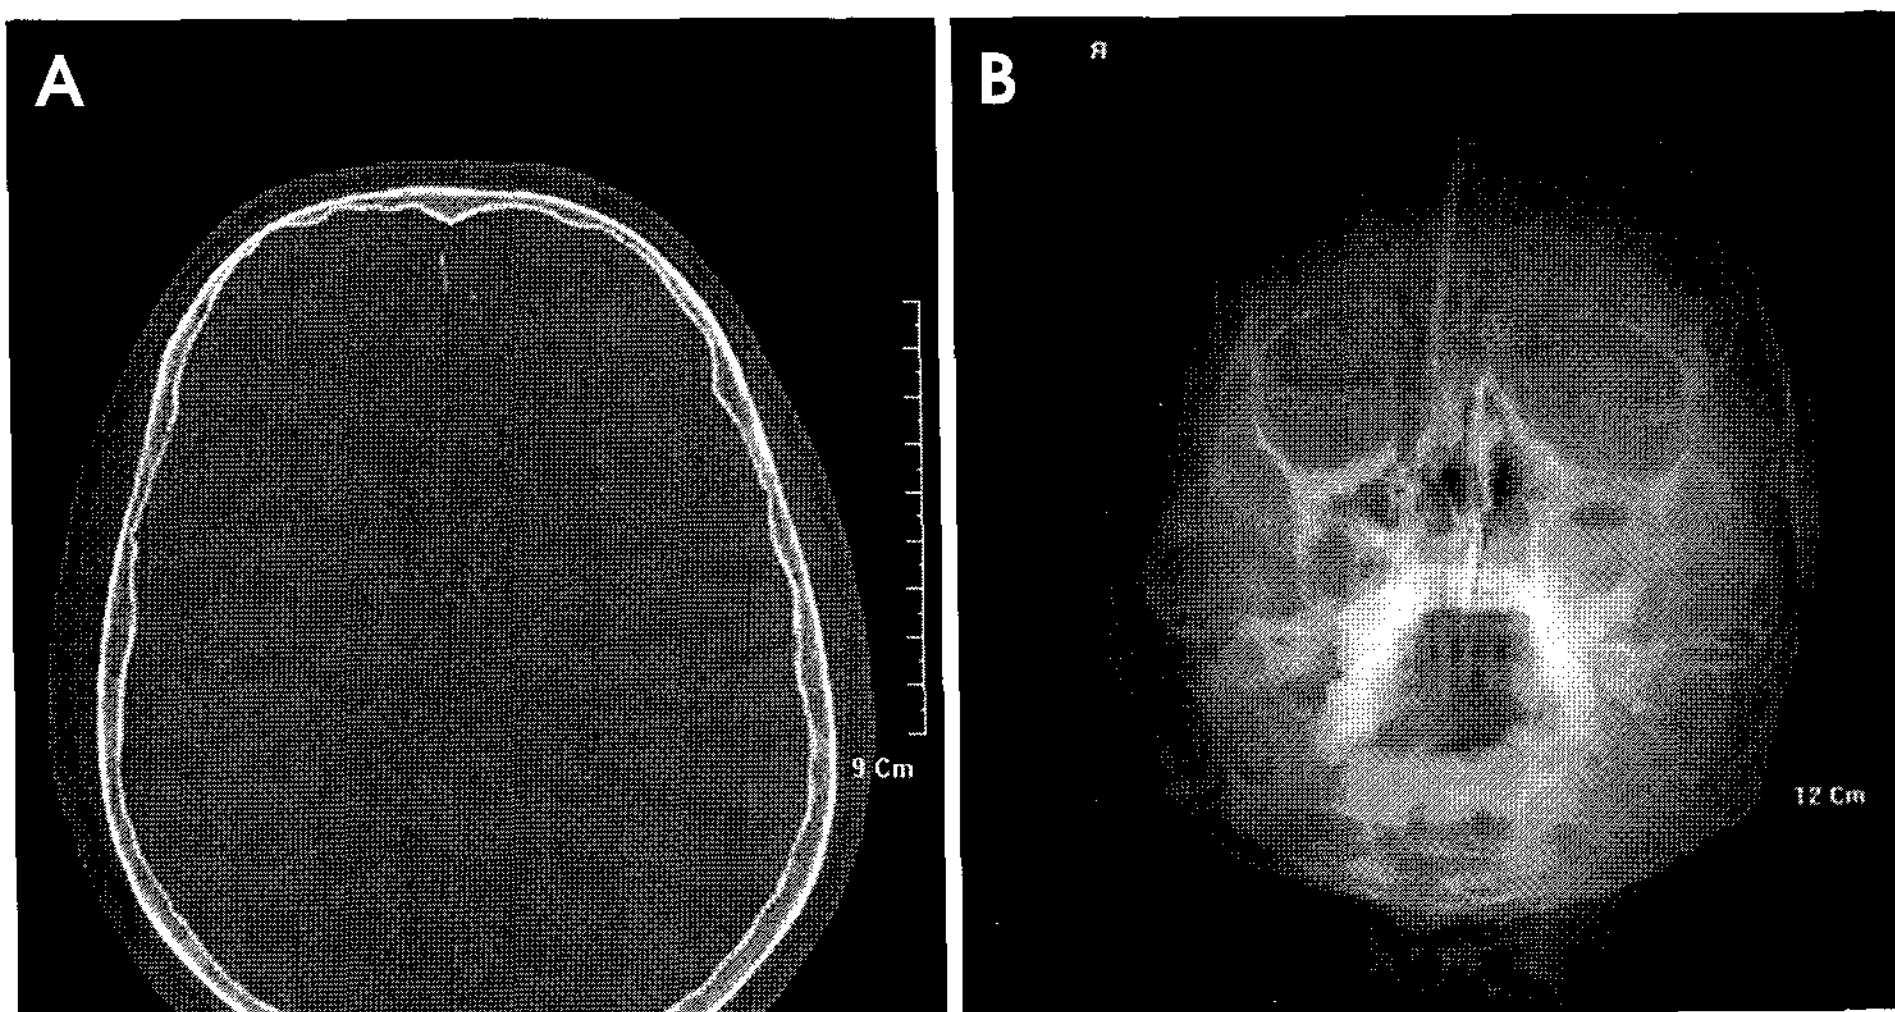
(A) Axial CT scan showing a part of calcification of falx cerebri. (B) The Water's view shows calcification of falx cerebri.
